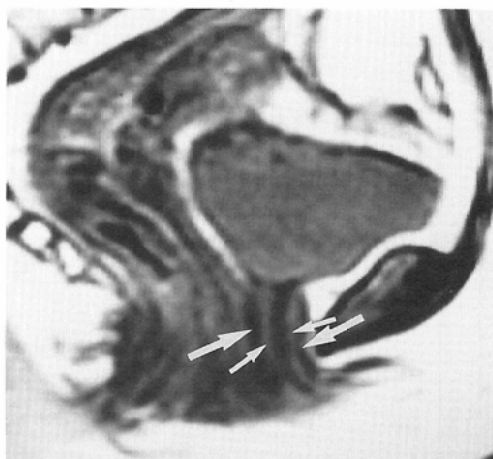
Normal urethra. Sagittal SE 2,200/20 MR image. Low-signal-intensity muscle layer (arrow) can be differentiated from higher signal intensity submucosa (small arrow). The posterior muscle layer indistinguishable from submucosa.
